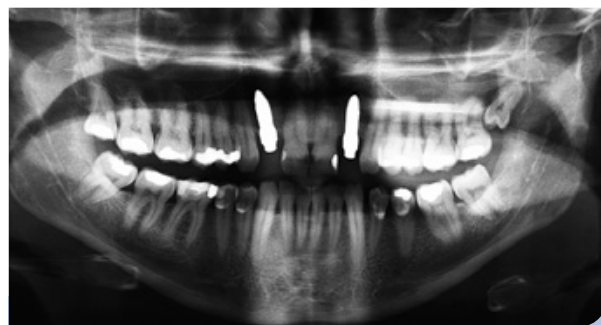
Im präoperativen Röntgenkontrollbild ist die bindegewebige Einheilung des Zirkoniumdioxidimplantats schwer zu erkennen.
